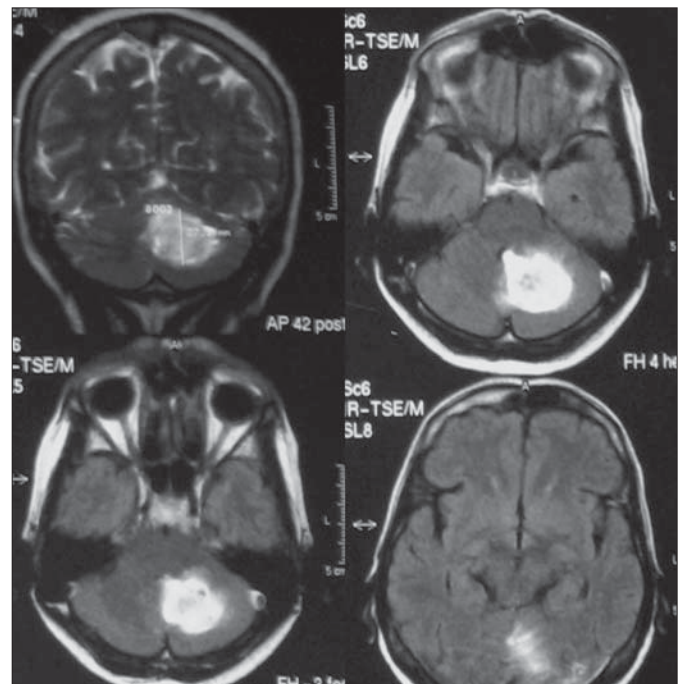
МРТ. Крововилив у ліву гемісферу мозочка, пізня підгостра стадія (про пізню підгостру стадію свідчить гіперденсне вогнище в  $T_1$ - і на  $T_2$ -зважені зображення, обумовлене повним перетворенням діоксигемоглобіну в метгемоглобін)
